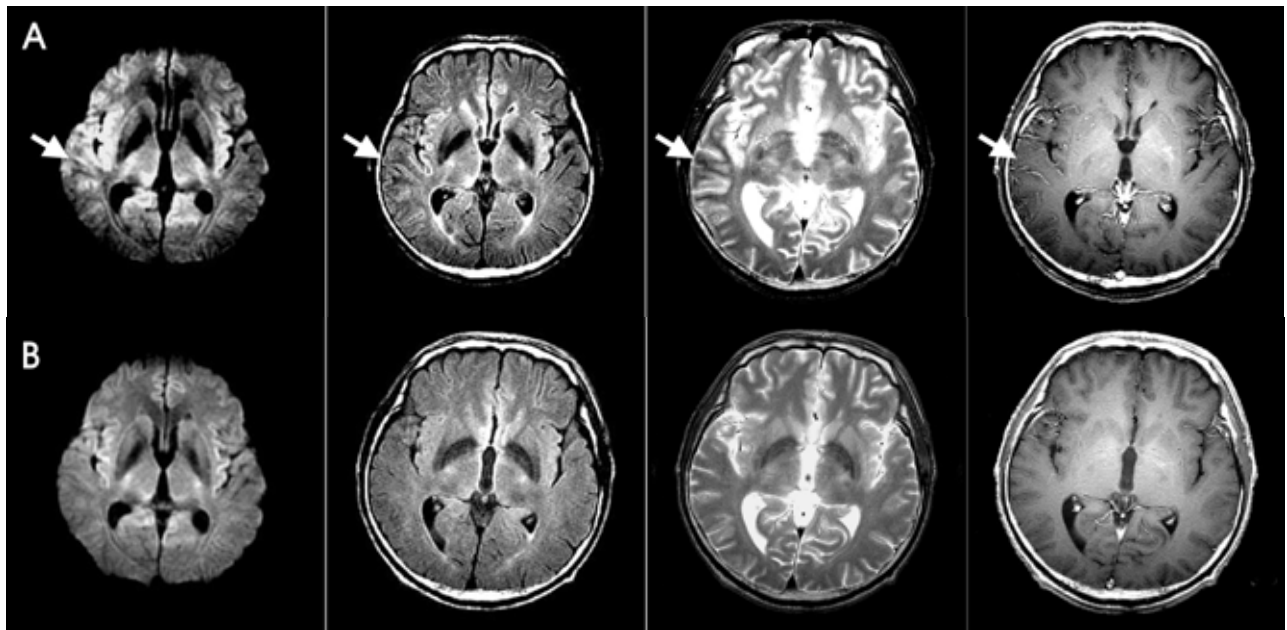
(A) At admission, MRI shows cortical hyperintensity and subcortical hypointensity (white arrows) in Rt. temporal lobe (DWI, FLAIR, T2WI, enhanced T1WI), (B) After 1 month, MRI shows that previous abnormal signal intensity disappears.
